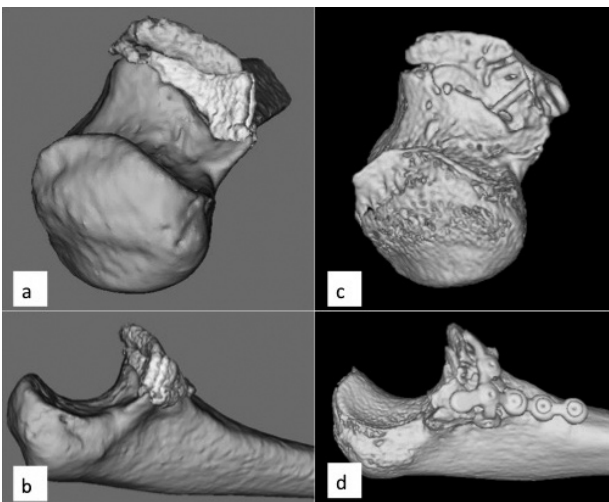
術前シミュレーションと術後3か月のCTの比較
